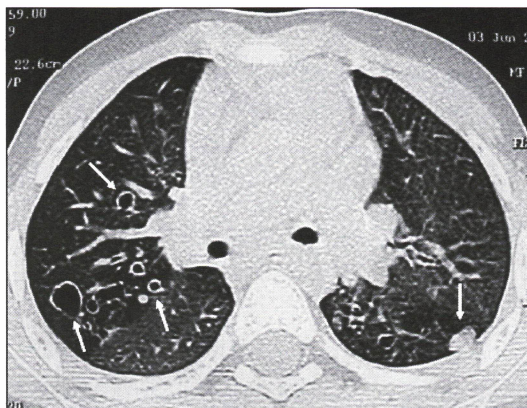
Tomografía axial computarizada de tórax de alta resolución, en un corte a nivel subcarinal, muestra múltiples imágenes redondeadas de paredes relativamente gruesas, que corresponden a bronquiectasias cilíndricas y saculares en el pulmón derecho (flechas). Es también visible una lesión nodular subpleural en el lóbulo inferior izquierdo (flechas).
